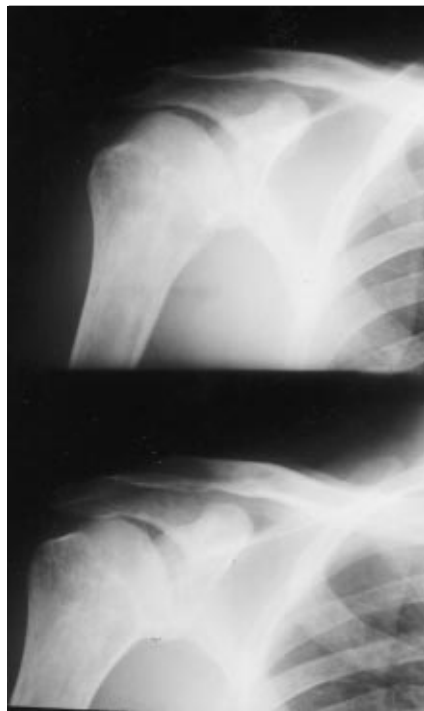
Radiografia em ântero-posterior da cintura escapular direita. Deformidade da superfície articular da cabeça do úmero, com achatamento e irregularidade (necrose).
